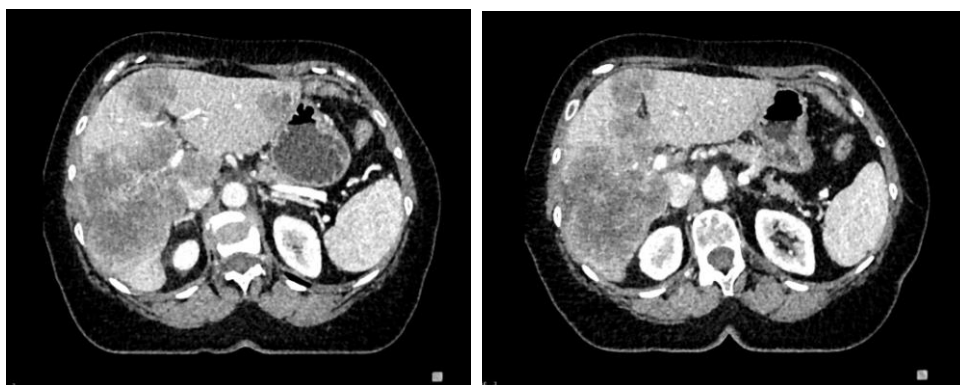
PET/CT vyšetření před výkonem
